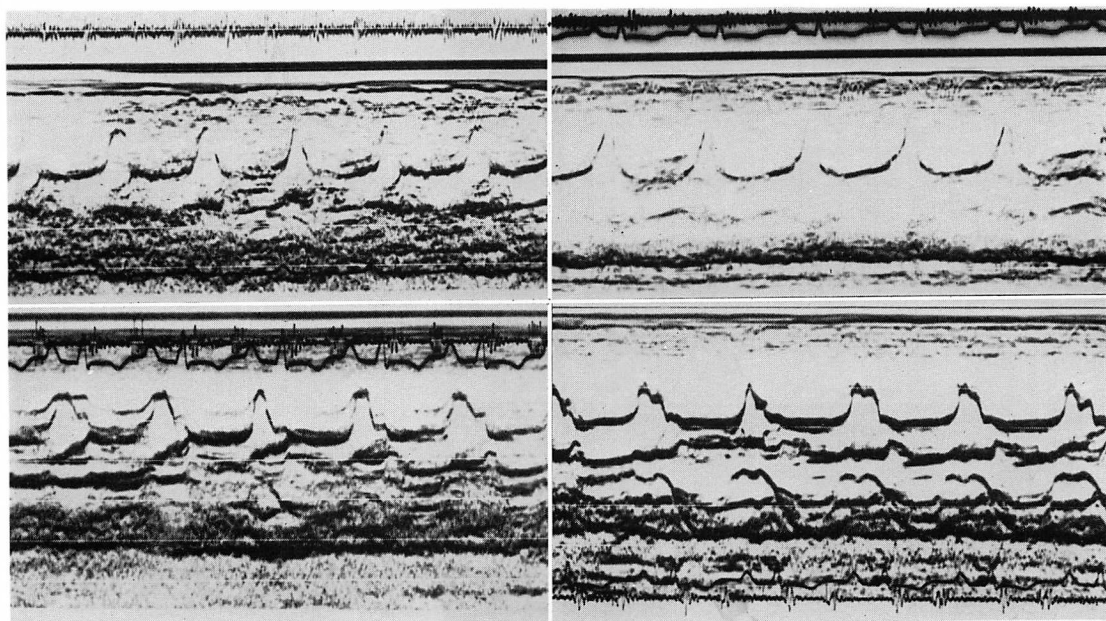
Follow-up observation of the echocardiograms in Case 2.
